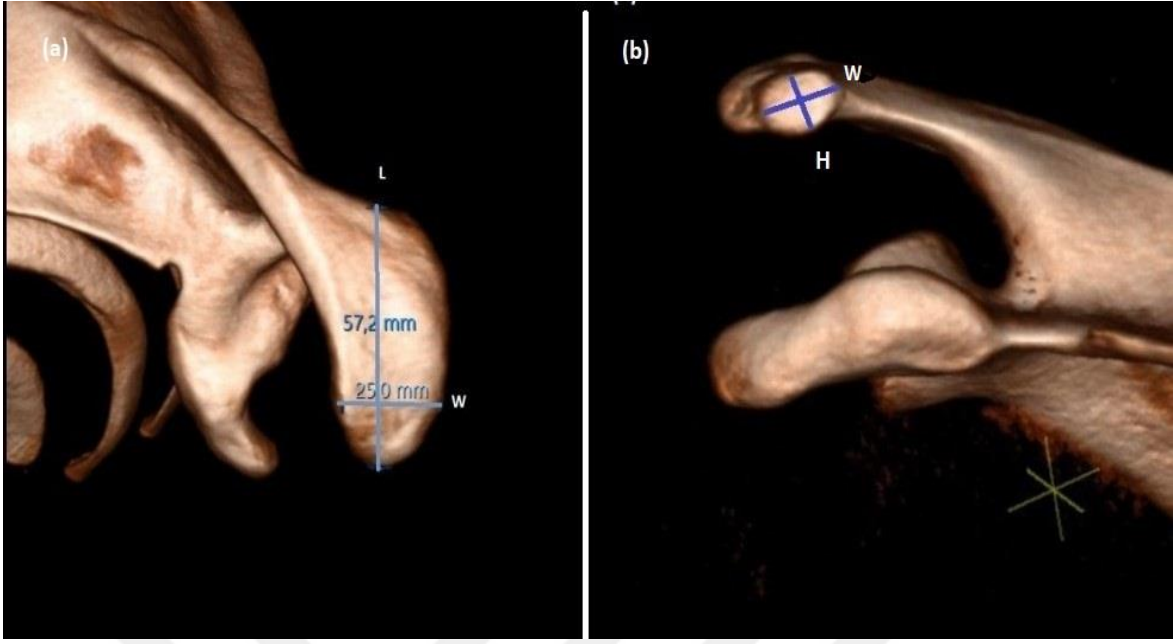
Clavicolaya ait 3D-BT ölçümleri. a) Distal clavicolu uzunluđu ve genişliđi; b) Distal clavicolu eklem yüzü yüksekliđi ve genişliđi
